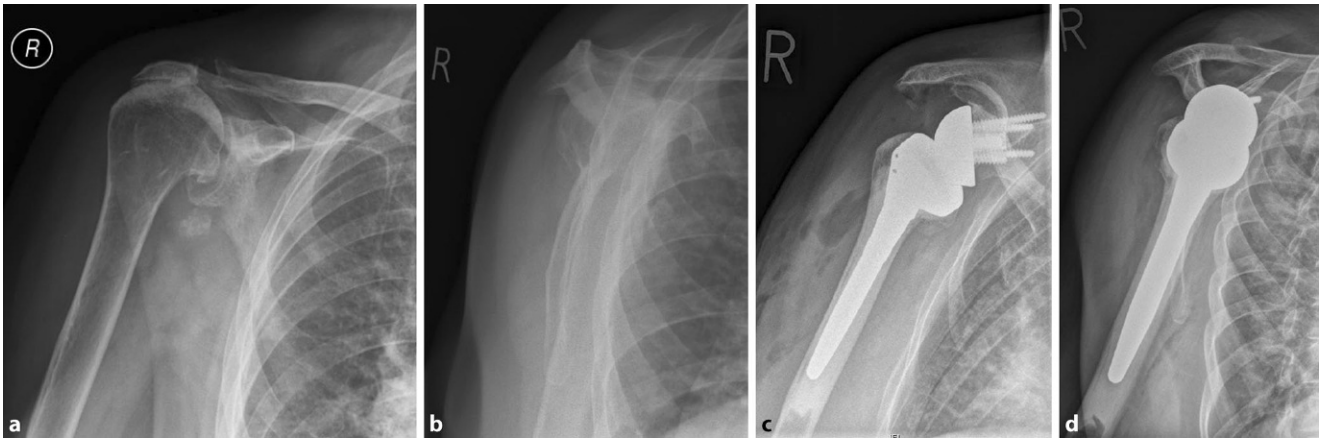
▲ a–d (von links nach rechts): Versorgung einer Defektarthropathie mittels „Grammont-iSTEP“ (inverse Schultertotalendoprothese). Röntgen einer ausgeprägten Defektarthropathie mit superiorer Migration und Azetabularisierung des Humeruskopfes in True-a.-p.- (a) und axialer (b) Aufnahme. Versorgung mittels iSTEP nach Paul Grammont mit 155° „neck-shaft angle“ in True-a.-p.- (c) und axialer (d) Röntgenaufnahme
